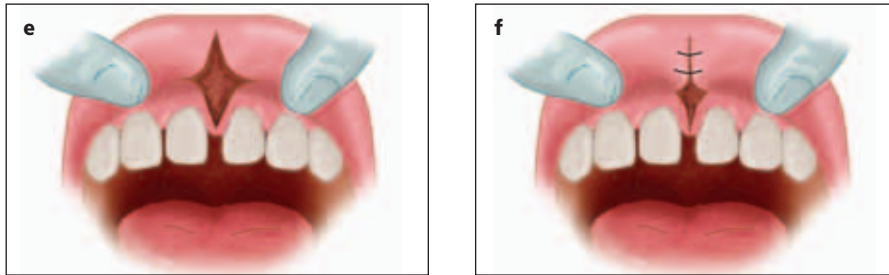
Frenulotomie bij een 12,5-jarig meisje met een te kort frenulum van de bovenlip en een centraal diasteem. a. Klinisch beeld voor ingreep. b. Röntgenbeeld voor ingreep.
